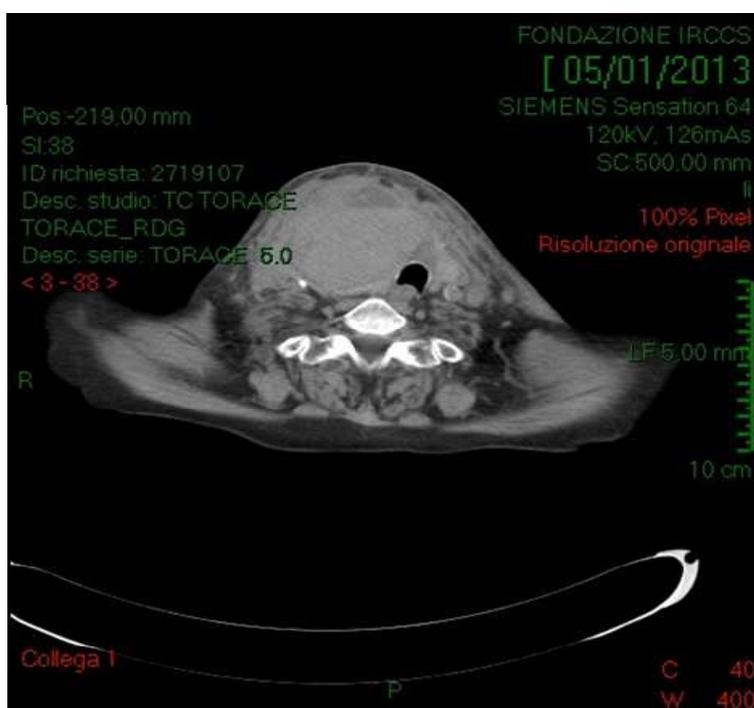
Immagine TC. Ematoma a livello del collo contenente livello idrico, dislocazione delle vie aeree, parziale compressione dei vasi del collo.
